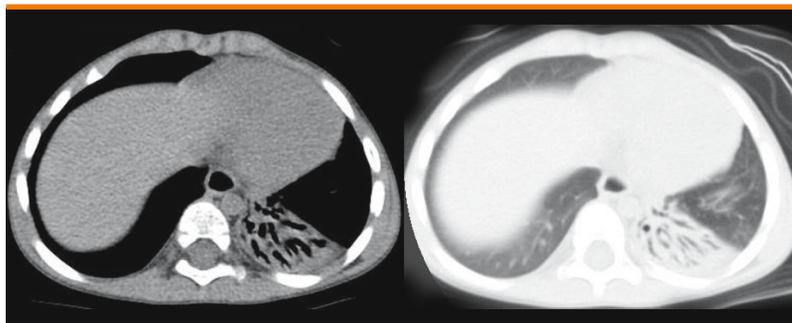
Quadro TAC di un bambino di 28 mesi che aveva inalato frammenti di mandorla 5 mesi prima della broncoscopia. La TAC eseguita dopo la rimozione completa dei corpi estranei ha evidenziato bronchiectasie diffuse a tutto il lobo inferiore sinistro. Prima della rimozione il bambino ha avuto 3 focolai broncopneumonici localizzati al lobo inferiore sinistro
